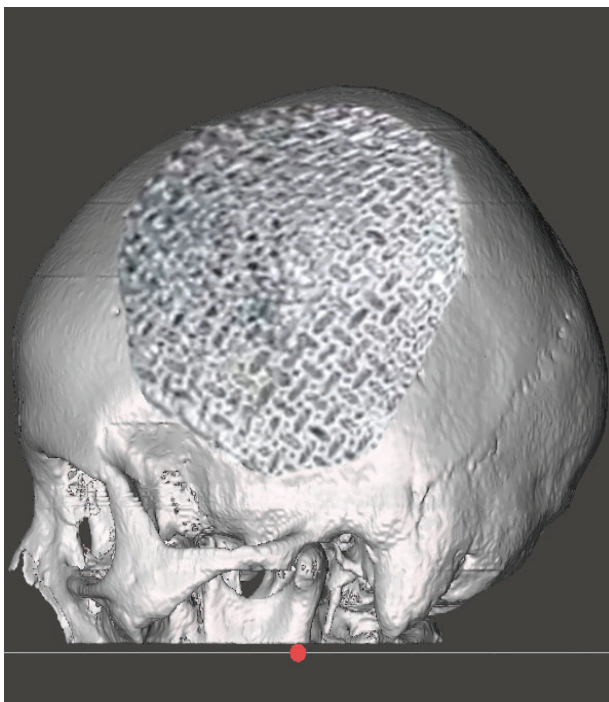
3D-модель по СКТ. Состояние после краниопластики пациента П. в левой теменной области
